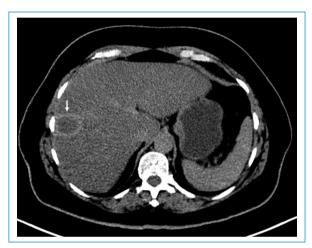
PET-TC con ⁶⁸Ga y contraste yodado en fase tardía. Se muestra una imagen axial de TC con contraste yodado. Lesión subcapsular hepática en el segmento VIII con realce periférico de contraste en fase tardía (flecha). Ausencia de captación en el interior del nódulo. La PET-TC con ⁶⁸Ga no mostraba captación del radiofármaco.
